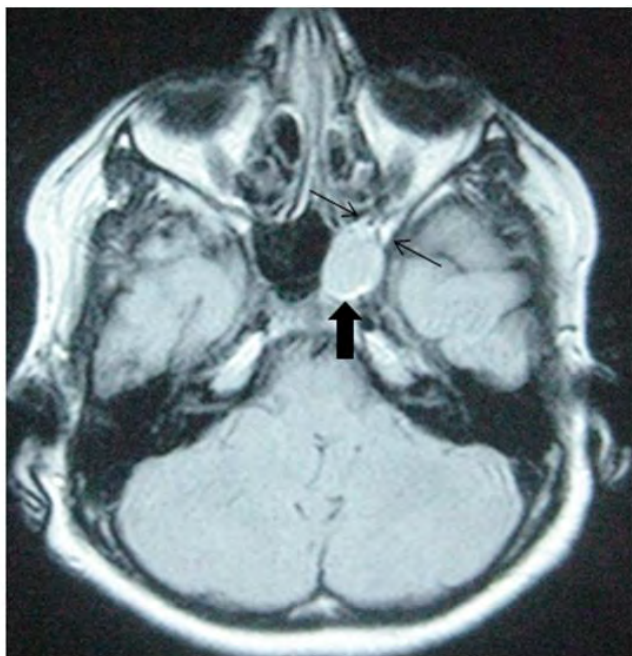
Cranial magnetic resonance images show a retention cyst (Onodi cell mucocoele) lying next to the left optic canal, with an isointense appearance on axial cross-section FLAIR (arrows).
